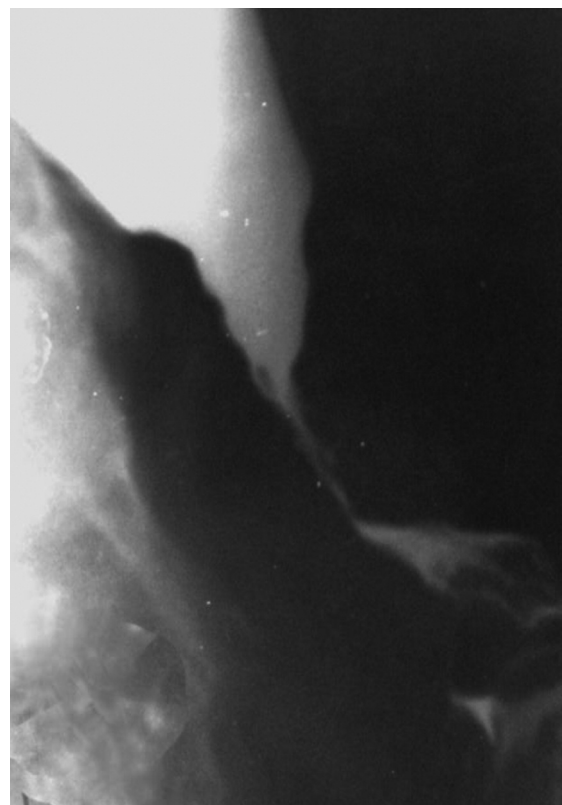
Кардиоэзофагеальный рак. Рентгенограмма желудка и нижней трети пищевода в фазу тугого заполнения. Экзофитный рак кардиального отдела с вовлечением в процесс свода желудка и переходом на абдоминальный сегмент пищевода.
